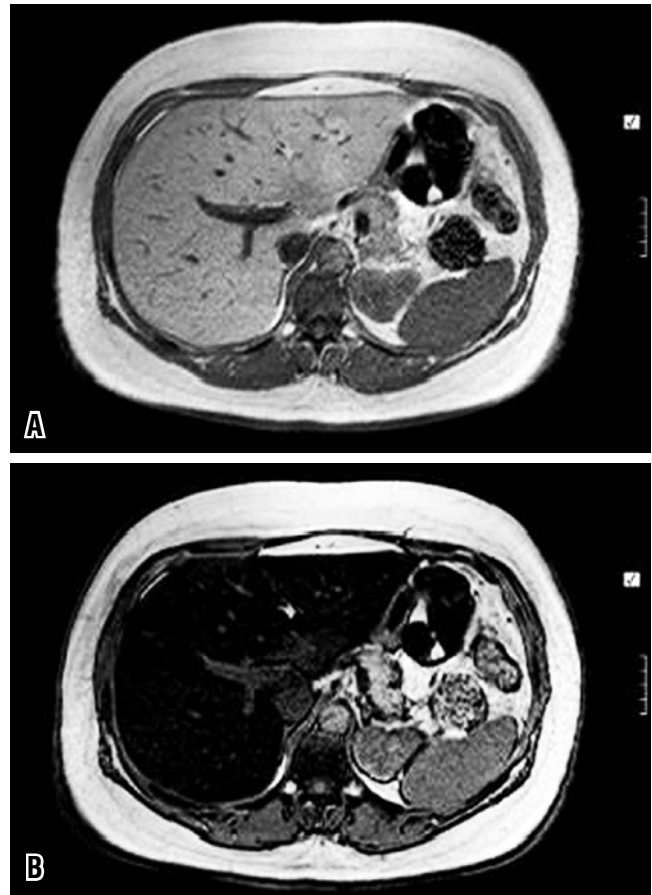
Infiltración grasa en resonancia magnética. Imágenes obtenidas en secuencias llamadas de “desplazamiento químico”. Figura 6a. Normalmente el hígado y el bazo no cambian de intensidad de señal. Figura 6b. Cuando hay infiltración grasa el hígado se ve “negro”, en las imágenes fuera de fase, si se compara con las imágenes en fase. Como punto de comparación se puede usar el bazo. (Archivo personal).
